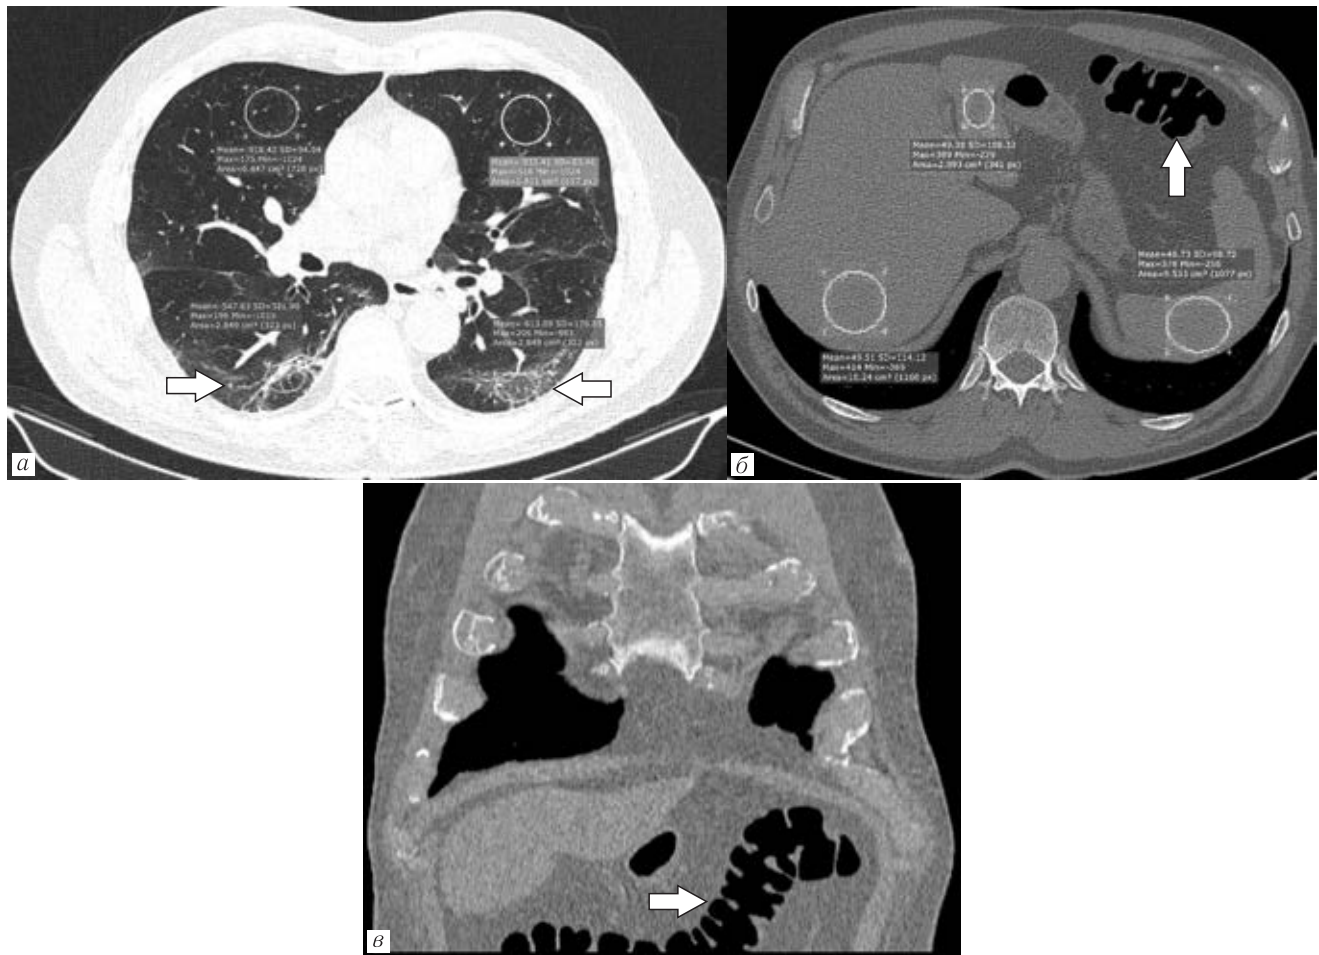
Больной Д., 60 лет. Диагноз: COVID-19, средняя степень тяжести. Полисегментарная пневмония, КТ-2. Выполнено стандартное компьютерно-томографическое исследование органов грудной клетки (протокол Thoгах, E=4,68 мЗв). При поступлении в стационар (а) на фоне обычной рентгеновской плотности легких в нижне-базальных отделах определяются полиморфные участки повышенной плотности до -547,63 ед. НУ; б — индекс соотношения плотности печени к селезенке (ИСППС) составил 1,07 усл. ед. Отмечено расширение поперечной ободочной кишки (толстая стрелка) до 4,8 см; в — мультипланарная реконструкция, корональная плоскость, отмечено протяженное расширение поперечной ободочной кишки (стрелка). С учетом выраженных гастроэнтерологических проявлений заболевания к комплексной патогенетической терапии добавлен препарат ребамипид, влияющий на кишечную проницаемость
